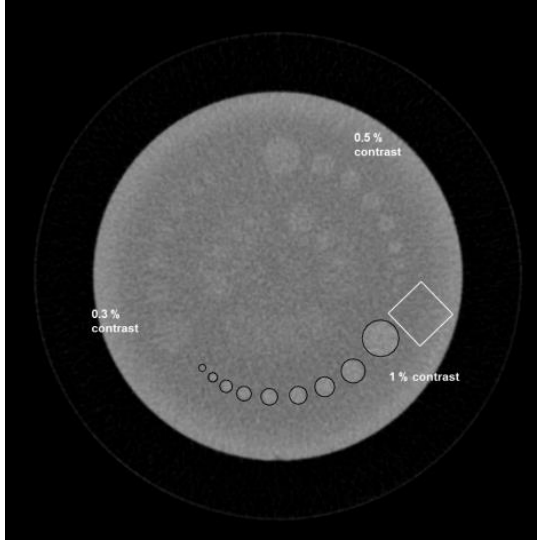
Soldan sağa doğru 50, 100, 150, 200 mAs tüp akımıyla elde edilen bir fantomun görüntüleri ve hacimsel BT doz indeksleri ($BTDI_{vol}$) verilmiştir. a) Piksel gürültü=8.6 HU, $BTDI_{vol}= 5.7$ mGy; b) Piksel gürültü=5.9, $BTDI_{vol}= 11.3$ mGy; c) Piksel gürültü=3.9, $BTDI_{vol}= 22.6$ mGy; d) Piksel gürültü=2.8 HU, $BTDI_{vol}= 49.4$ mGy
